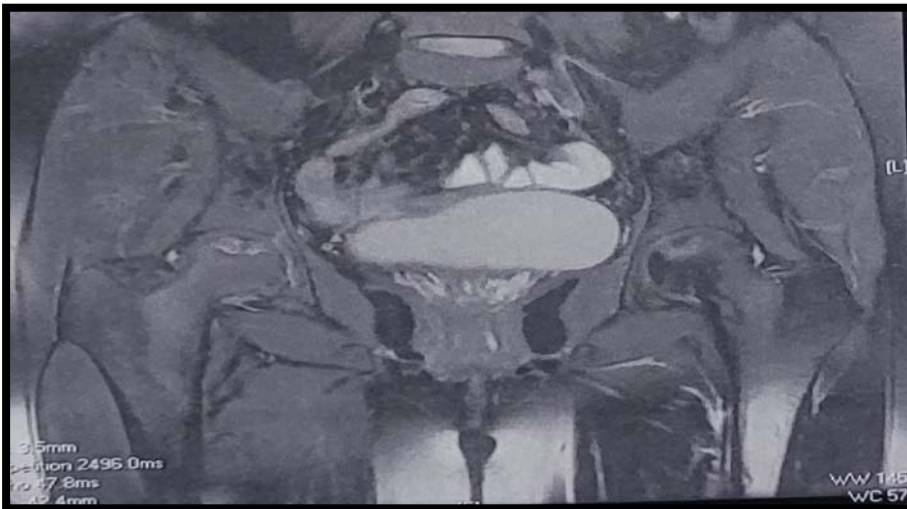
IRM des hanches séquence T2 coronale.
